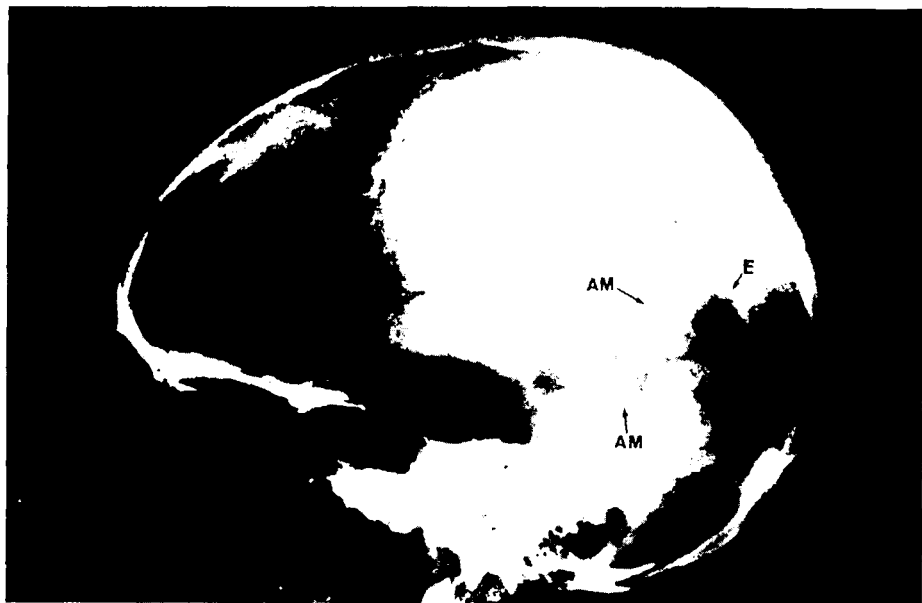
Meningioma osteolítico. La radiografía permite apreciar la gruesa rama posterior de la arteria menígea media (am) que se dirige a la zona osteolítica originada por el tumor (E). (Cortesía del doctor Adolfo Ley Valle.)
